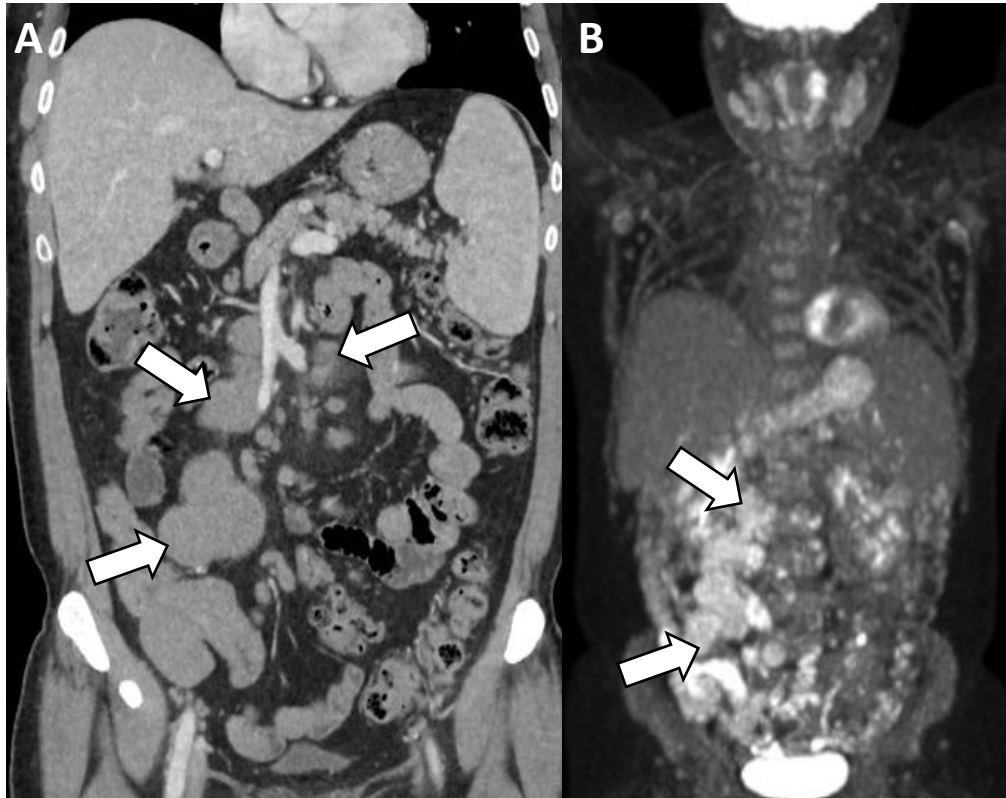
Linfoma de células del manto. (A) TC portal coronal muestran múltiples conglomerados adenopáticos mesentéricos (*flecha blanca*), hipermetabólicos en (B), reconstrucción PET 18F-FDG.
